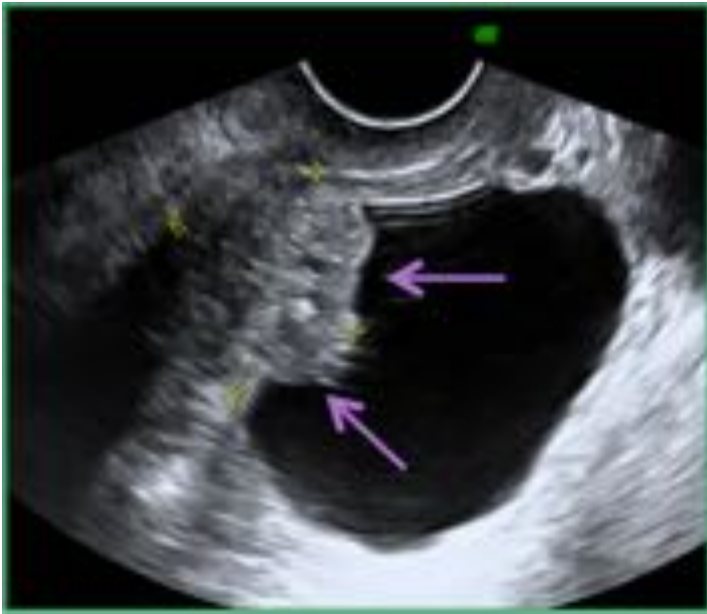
EP anterior. vejiga_ecografía
